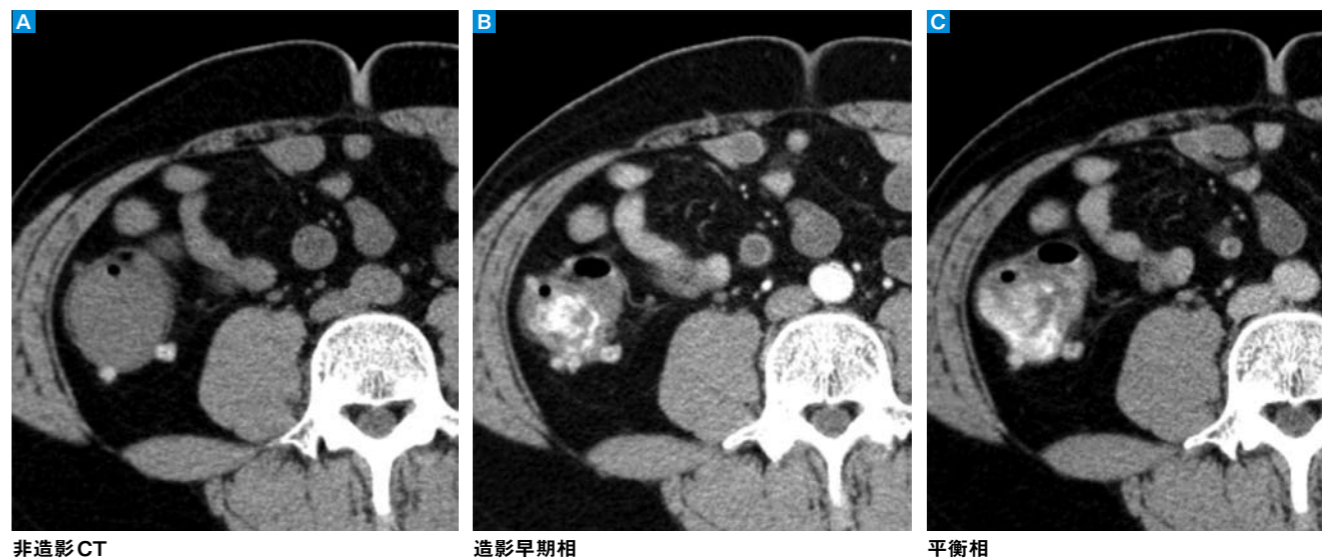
急性腹症のCTで3相必要な理由(大腸憩室出血症例)
